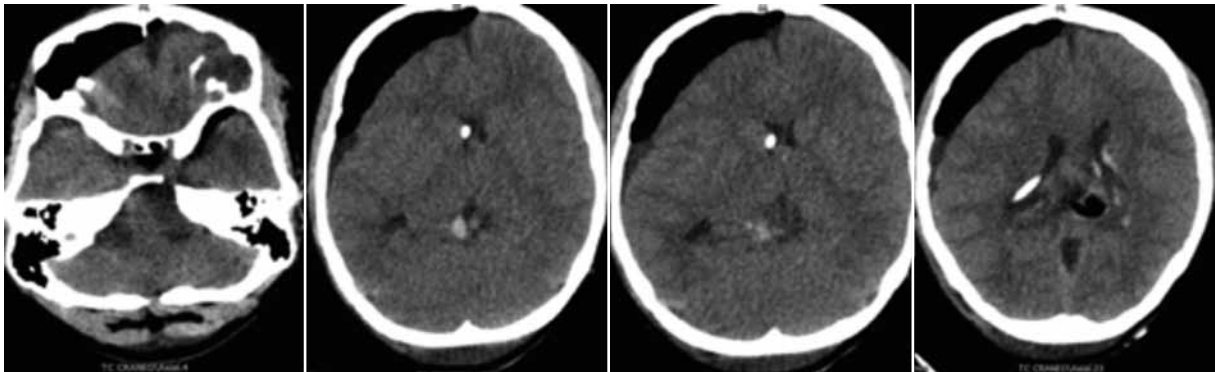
TAC cerebral simple: cambios postquirúrgicos con restos hemáticos subagudos, material gaseoso e hipodensidades asociadas en proyección de región pineal. Pequeña cantidad de restos hemáticos en ventrículos laterales. Catéter de derivación funcionante en proyección intraventricular, sin que se evidencie migración de LCR. Colección gaseosa subdural frontal anterolateral con leve efecto compresivo sobre los parénquimas adyacentes.”
